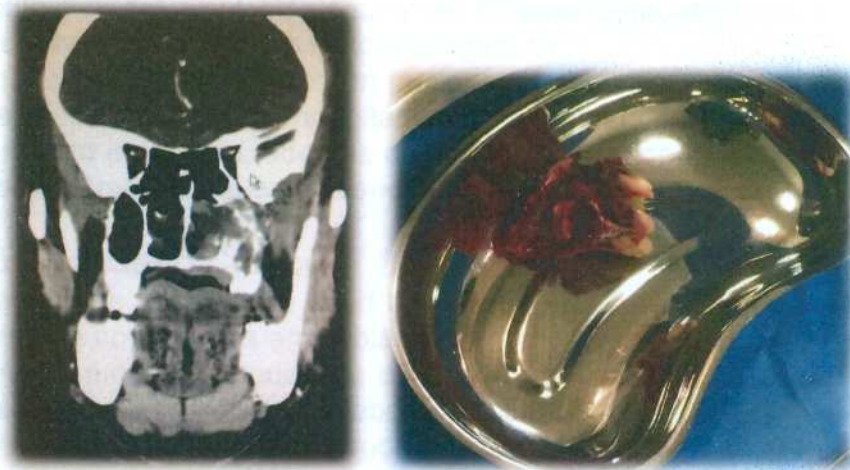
TAC mostrando maxilar con tumor. 1b Pieza quirúrgica.
